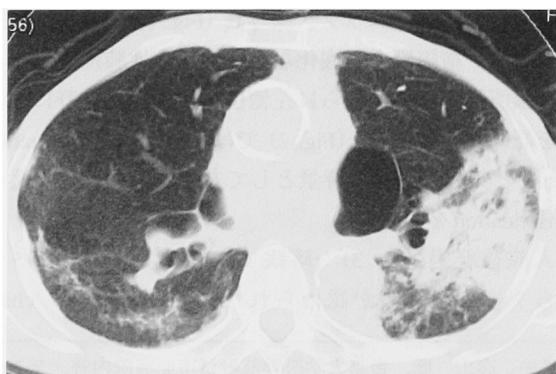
Chest CT scan on admissions shows bullae and consolidation.
